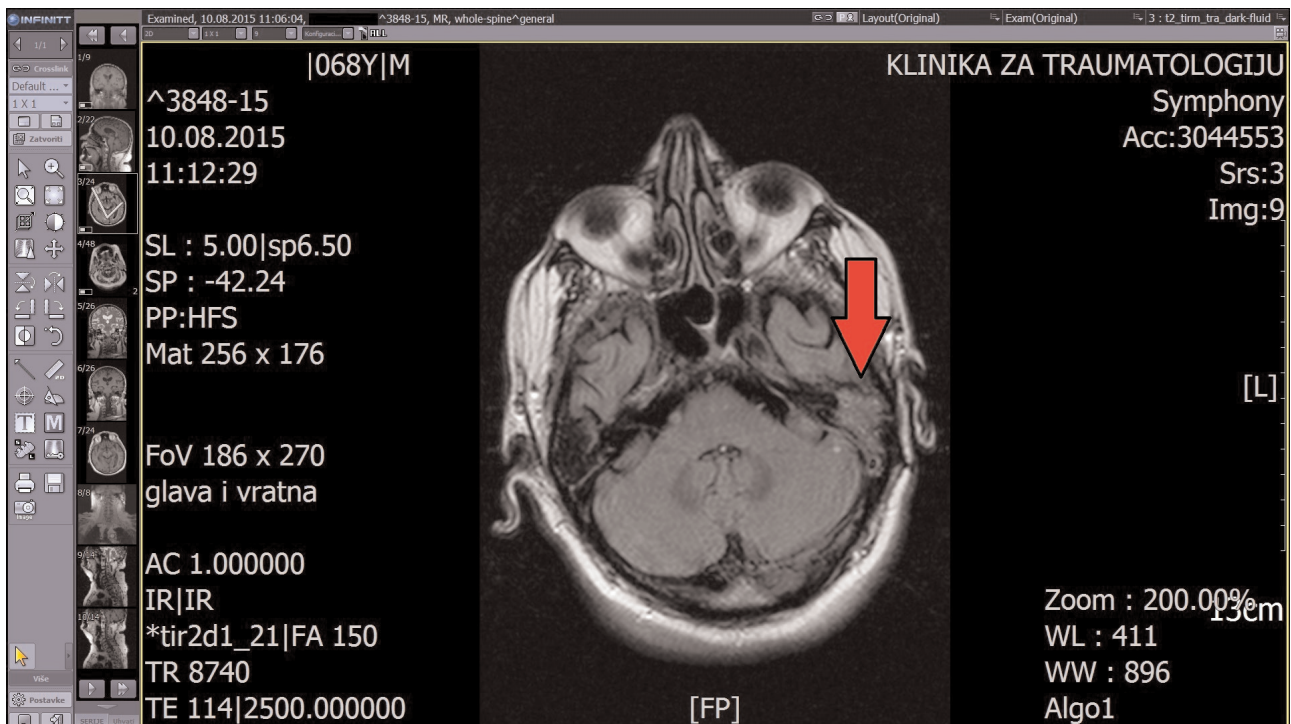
CT mozga ukazuje na osteomijelitis baze lubanje (strelica označava zahvaćeno područje)
